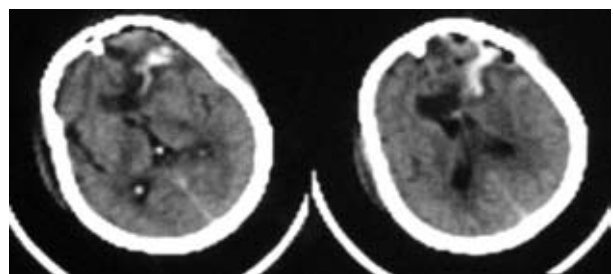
Післяопераційна комп'ютерна томограма головного мозку хворої Л. (пояснення у тексті)
